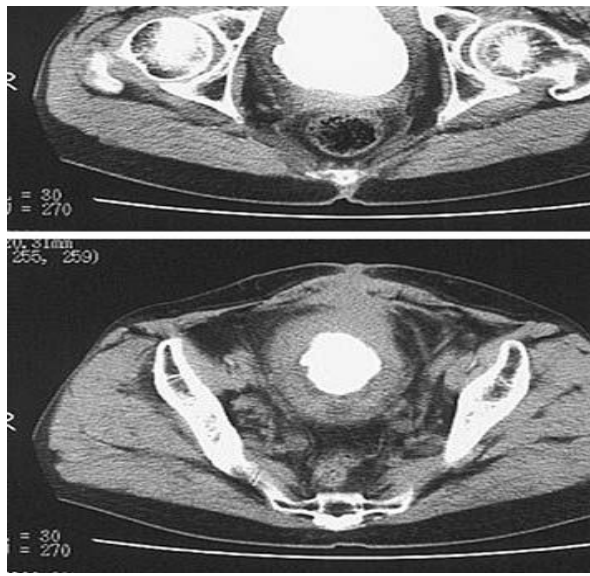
CT (a) showing that the stone occupied the entire bladder. CT (b) showing the vesicocutaneous Wstula [111]
